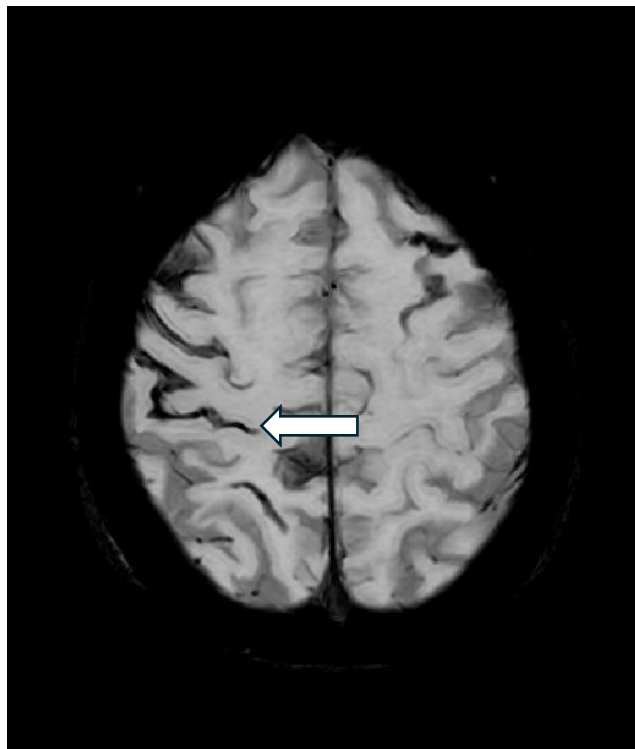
MRT SWI. Der weiße Pfeil zeigt eine superfizielle Siderose, u.a. im Sulcus centralis rechts.
